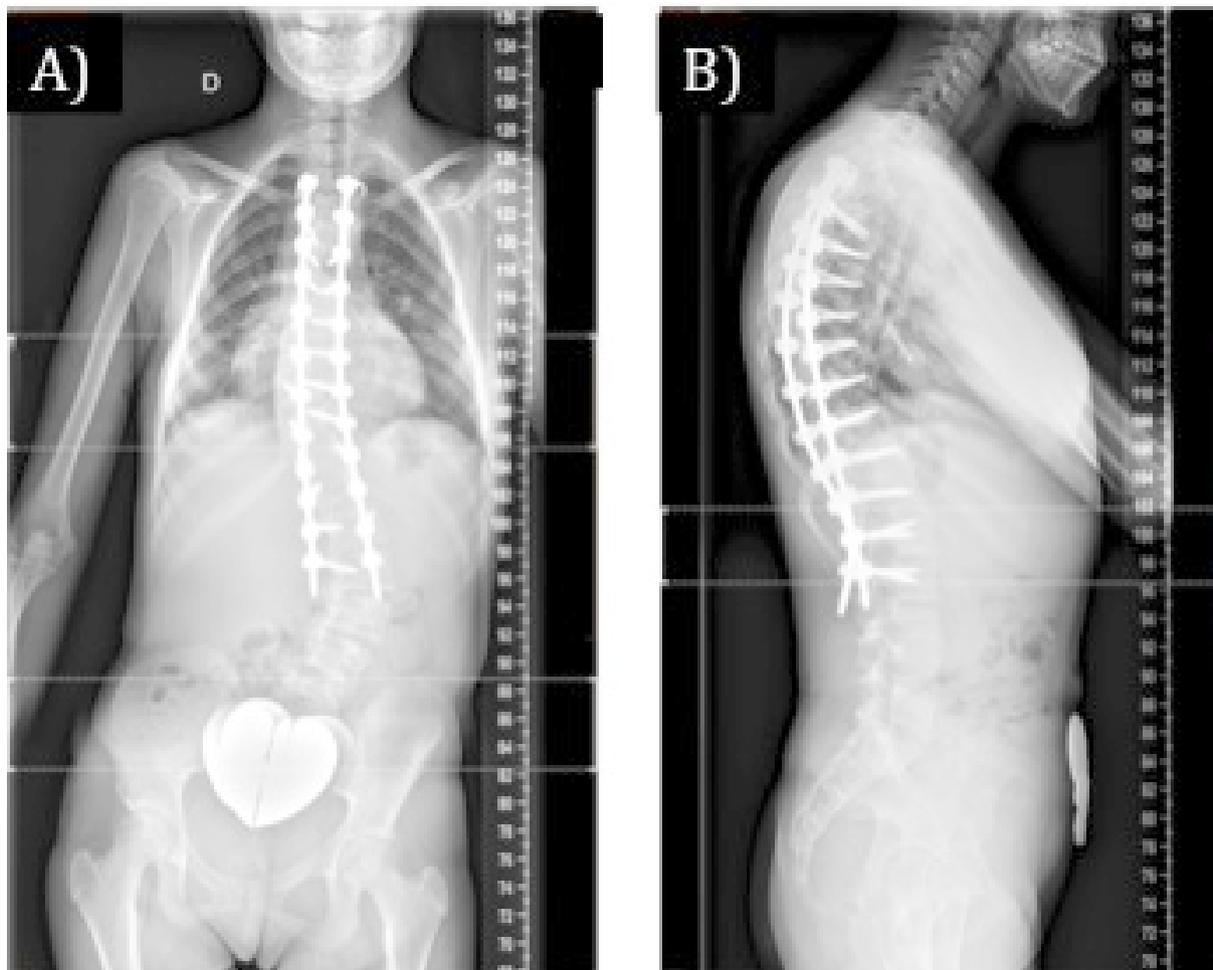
Estudio radiológico postoperatorio. A) Telerradiografía postero-anterior. B) Telerradiografía lateral de columna completa.
